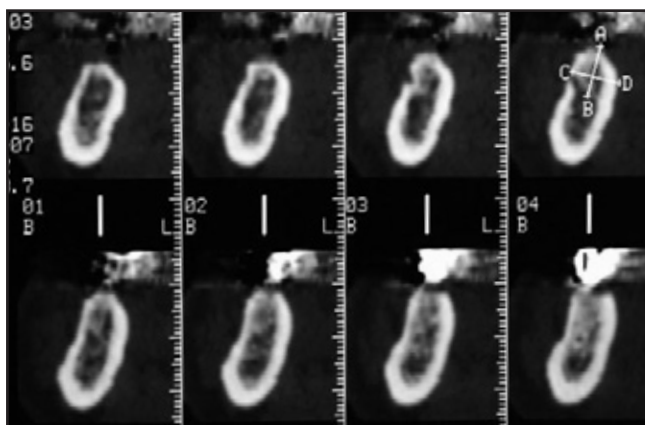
und 2b CT-Scans vor der Behandlung: rechte (links) und linke (rechts) Seite des Unterkiefers.
